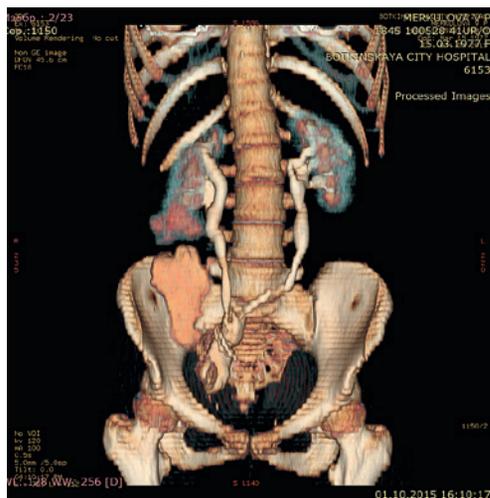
Multislice CT scan of the patient M., 38 y/o. Contrast media enters the ureters and fills in the pouch of sufficient capacity
